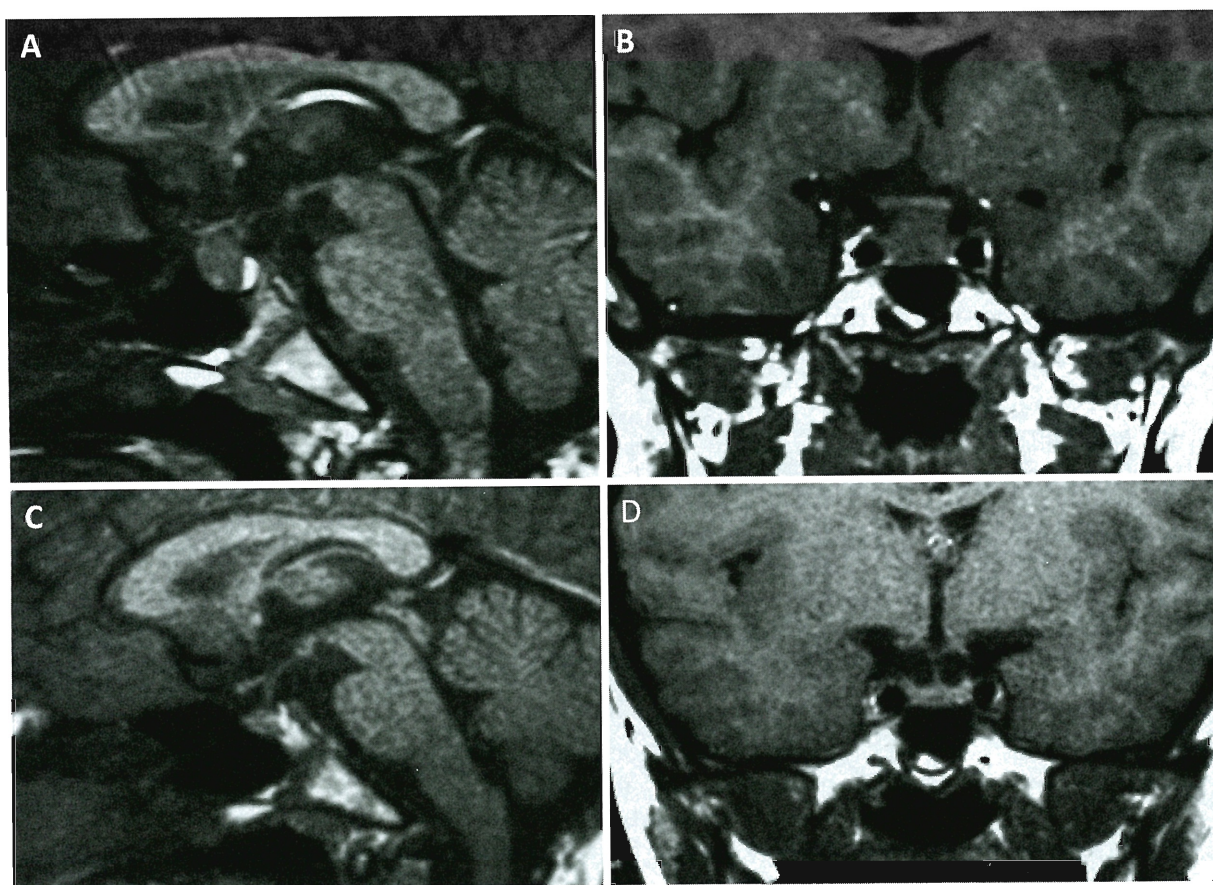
MRI findings (Sagittal T1 weighted image (A) and coronal T1weighted image (B) show enlarged pituitary. (before treatment). Sagittal T1 weighted image (C) and coronal T1 weighted image (D) show normal pituitary. (after treatment).
